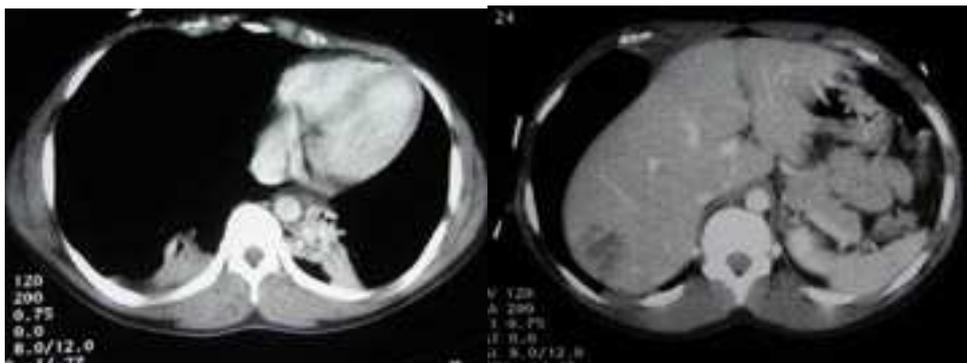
TAC torácico (izquierda) muestra neumotórax a tensión no diagnosticado por otros métodos. TAC abdominal (derecha) muestra extensión subdiafragmática del neumotórax.
